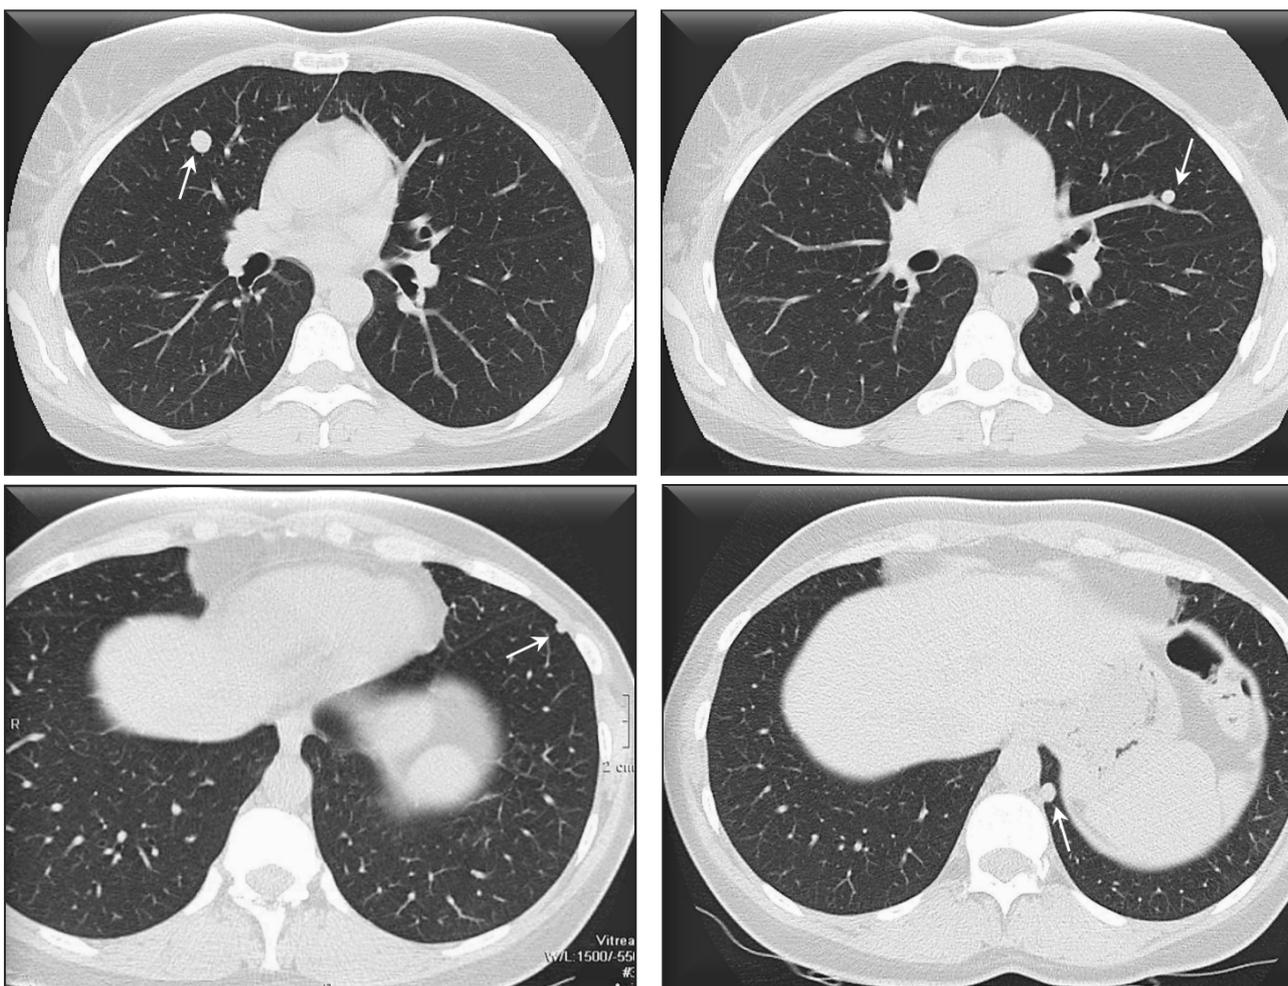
МСКТ, аксиальные срезы. В обоих легких визуализируются 4 узелковых образования (отмечены стрелками). В правом легком одно образование, в левом – три.
